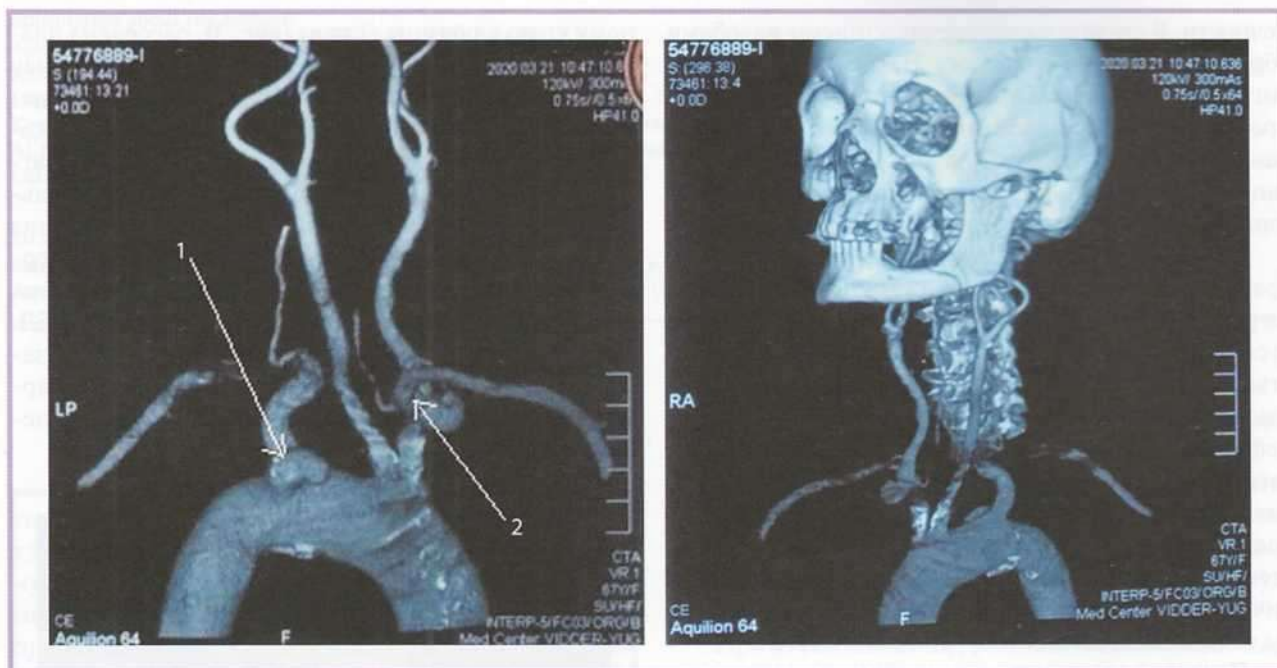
МСКТ-ангиограммы после операции: ликвидация правой aberrантной подключичной артерии с формированием сонно-подключичного анастомоза.
